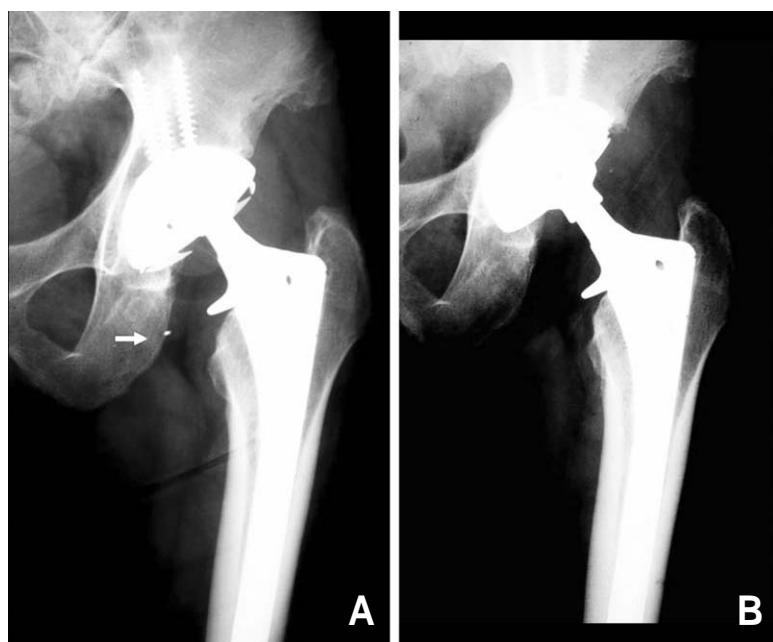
(A) The radiograph of 36 year old male shows polyethylene liner locking mechanism failure (arrow indicates broken tine fragment). (B) 10 years after cup revision, there is no remarkable radiological change around revised acetabular cup (Harris hip score:94).
